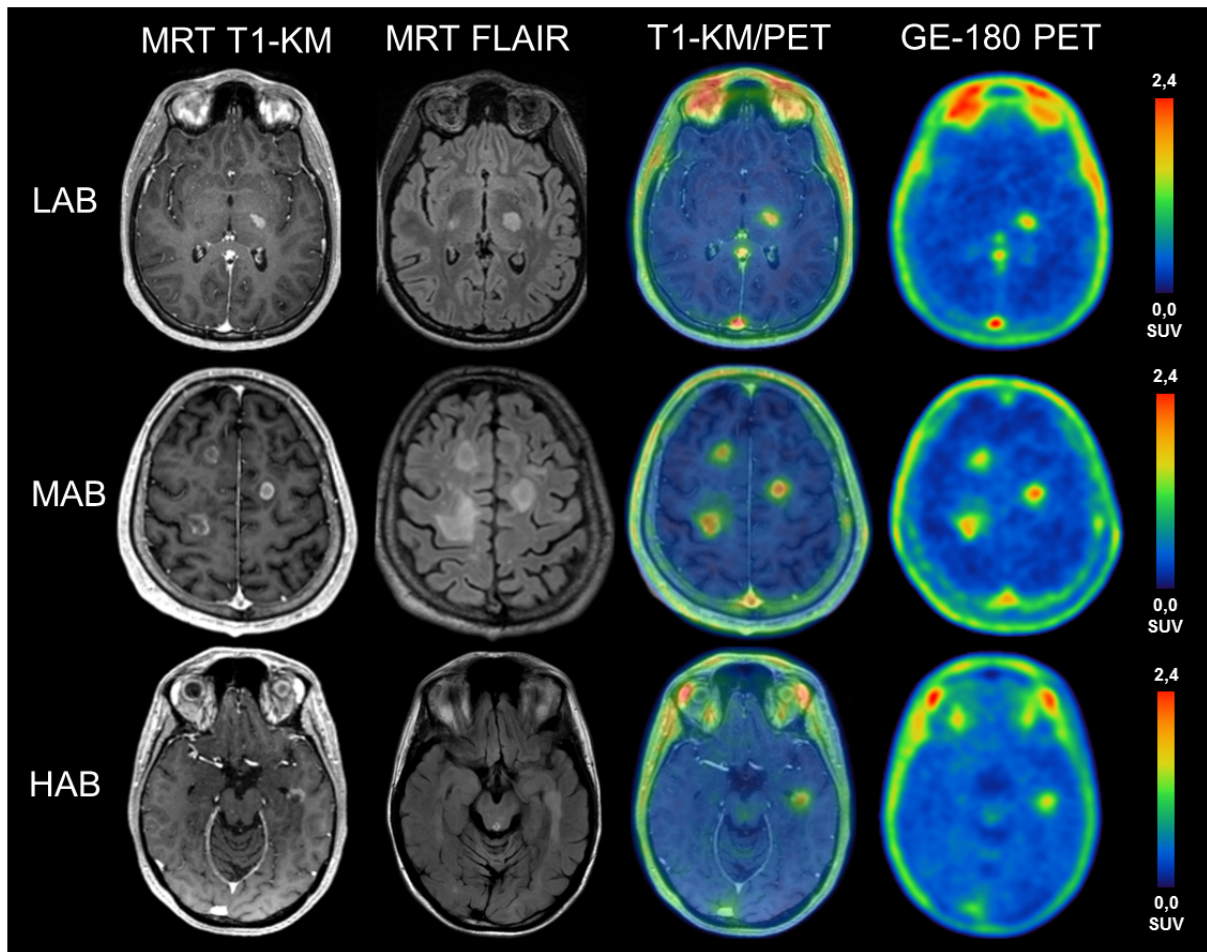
Unabhängig vom individuellen TSPO-Polymorphismus zeigen aktive RRMS-Läsionen eine sehr starke Anreicherung in der [^{18}F]GE-180 PET (siehe analog (50)).
